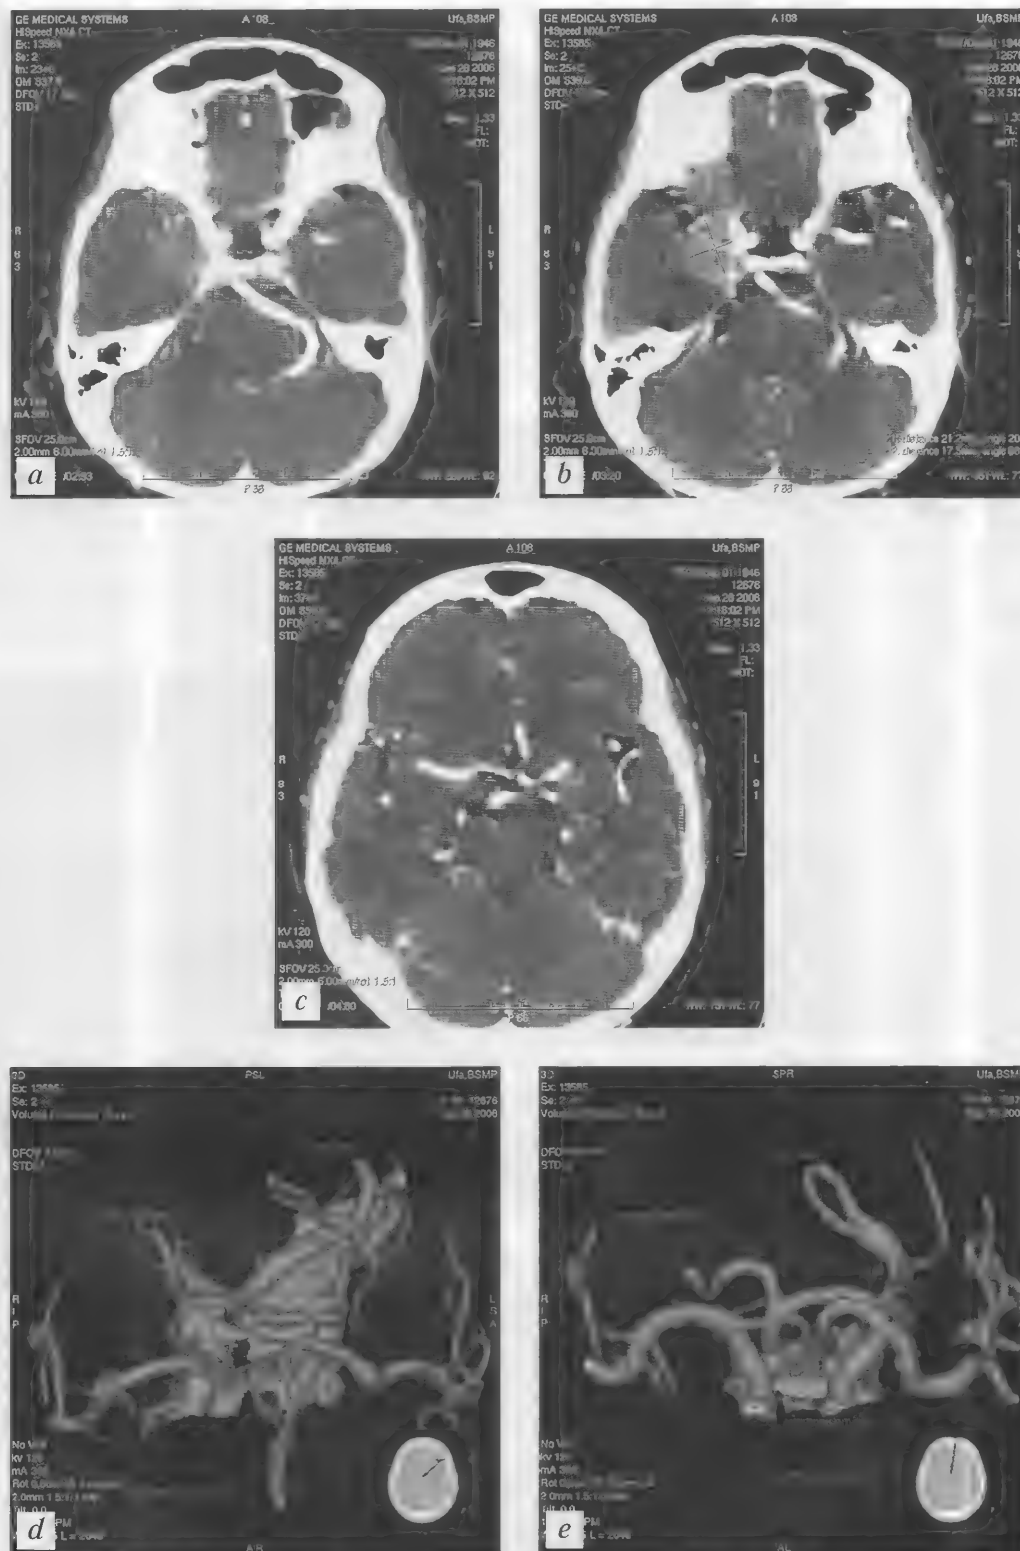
Больной К., 59 лет. Дифференциально-диагностический случай. Менингиома малого крыла основной кости с инвазией в стенку правой средней мозговой артерии (догоспитальный диагноз — артериальная аневризма правой средней мозговой артерии). КТ (болюсное контрастирование) — *a-c*; СКТА — *d, e*
